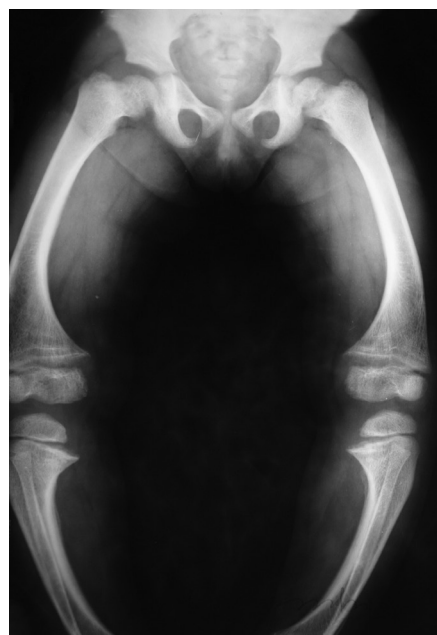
Рентгенограма *хв-20 К*, 4 роки. Виражена вальгусна деформація стегон і гомілок
